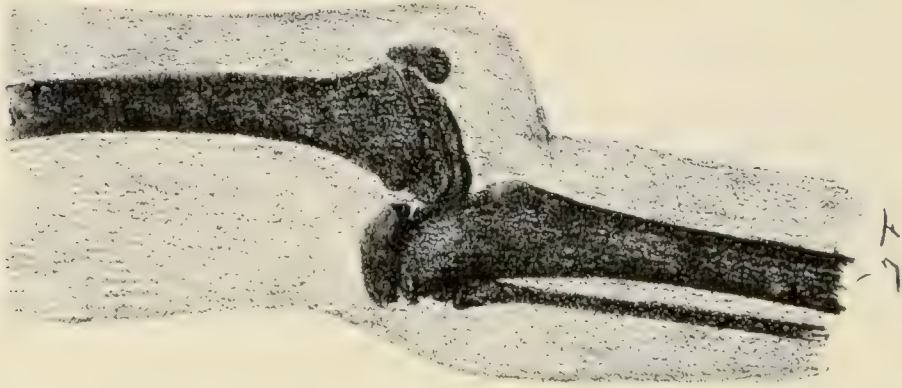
Lucien L... aus Paris. — Vollständige Luxation der Tibia in die Fossa complitia; besteht schon seit fünf Jahren (Radiographie).
